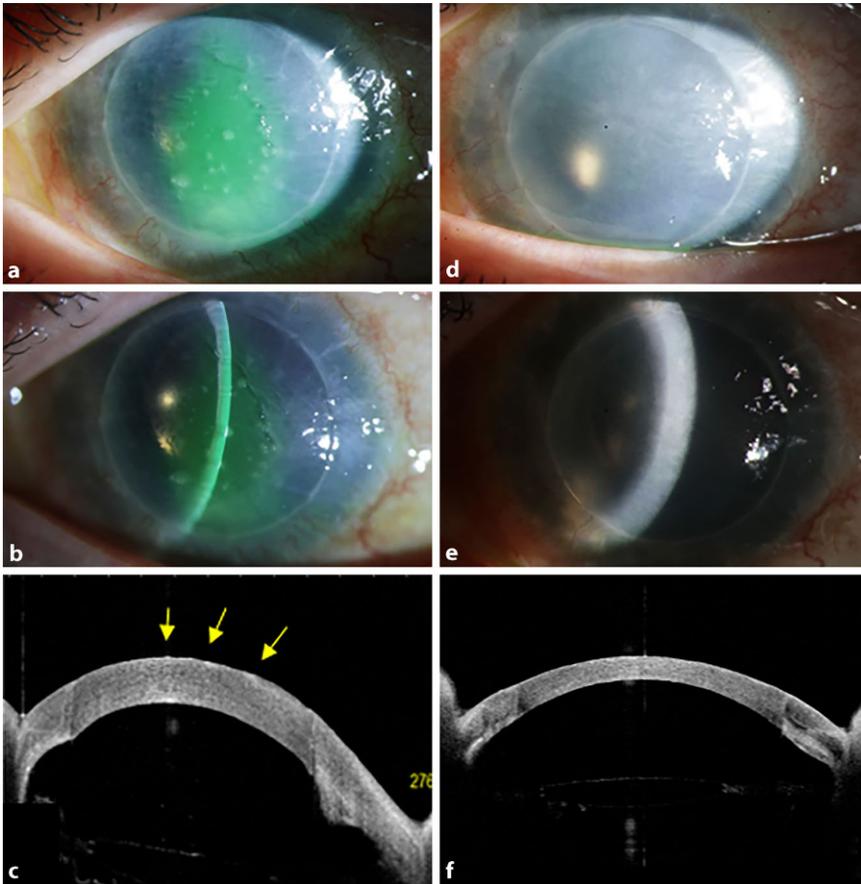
▲ Auf der linken Seite zeigen die Fotos a und b die Spaltbefunde des linken Auges bei der Vorstellung. Eine Erosio und mehrere oberflächliche weiße Infiltrate sind auf dem Hornhauttransplantat zu sehen. VA-OCT (c) bestätigt die Lage der Läsionen im vorderen Stroma (gelber Pfeil). Die rechten Bilder (d,e) zeigen die Spaltbefunde 4 Wochen nach PTK und AMT-Patch. fVA-OCT der Hornhaut postoperativ. (VA-OCT vorderer Abschnitt optische Kohärenztomographie; PTK phototherapeutische Keratektomie; AMT Amnionmembrantransplantation)
